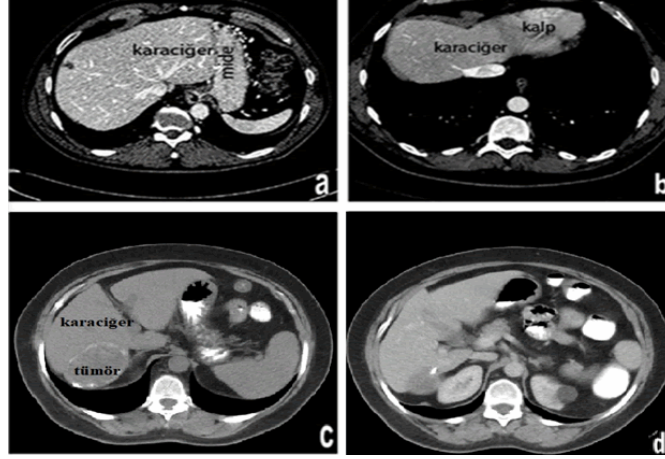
Çalışma kapsamında oluşturulan BT görüntü verisetinin bir bölümü
